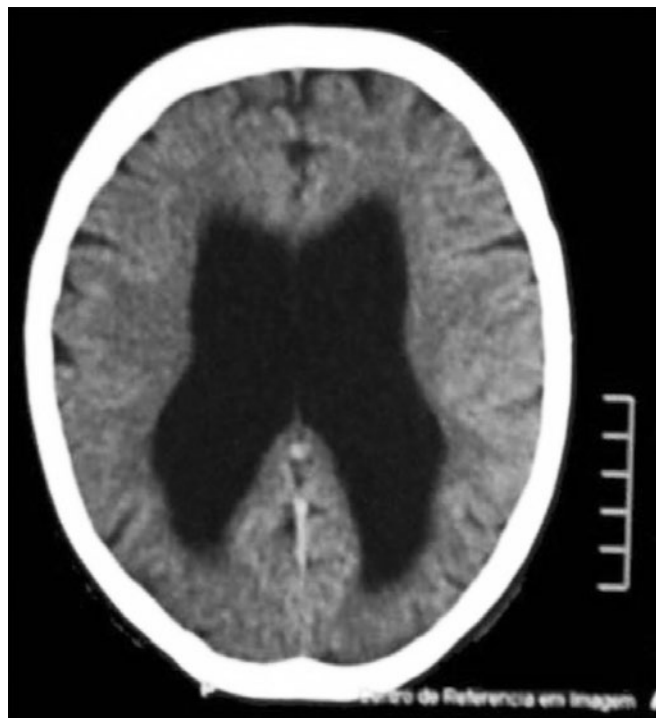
Skull CT showing hydrocephalus which is out of proportion to the degree of atrophy.
